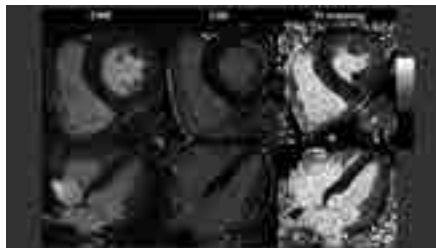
当院での Fabry 病患者(54歳男性)の心臓 MRI 画像
